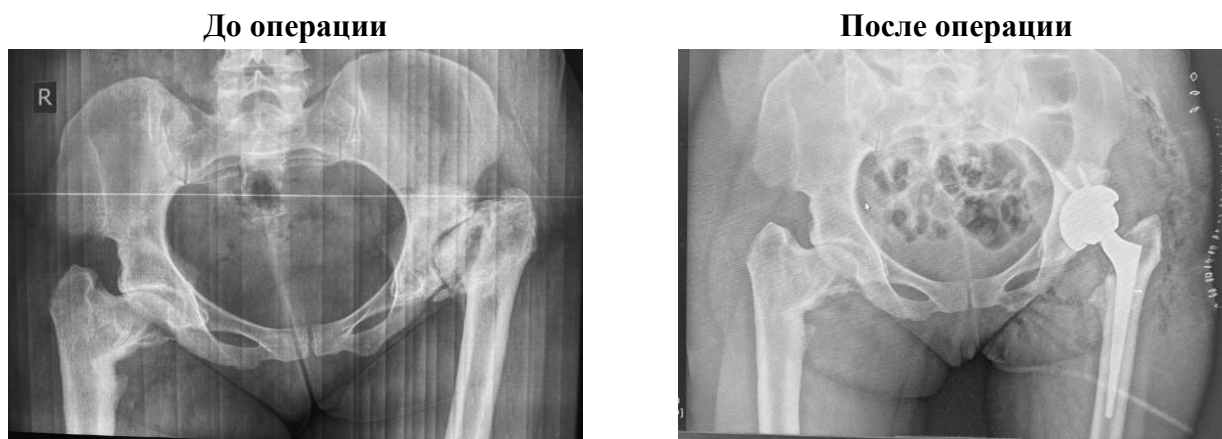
Рентгенограммы пациента Д.
